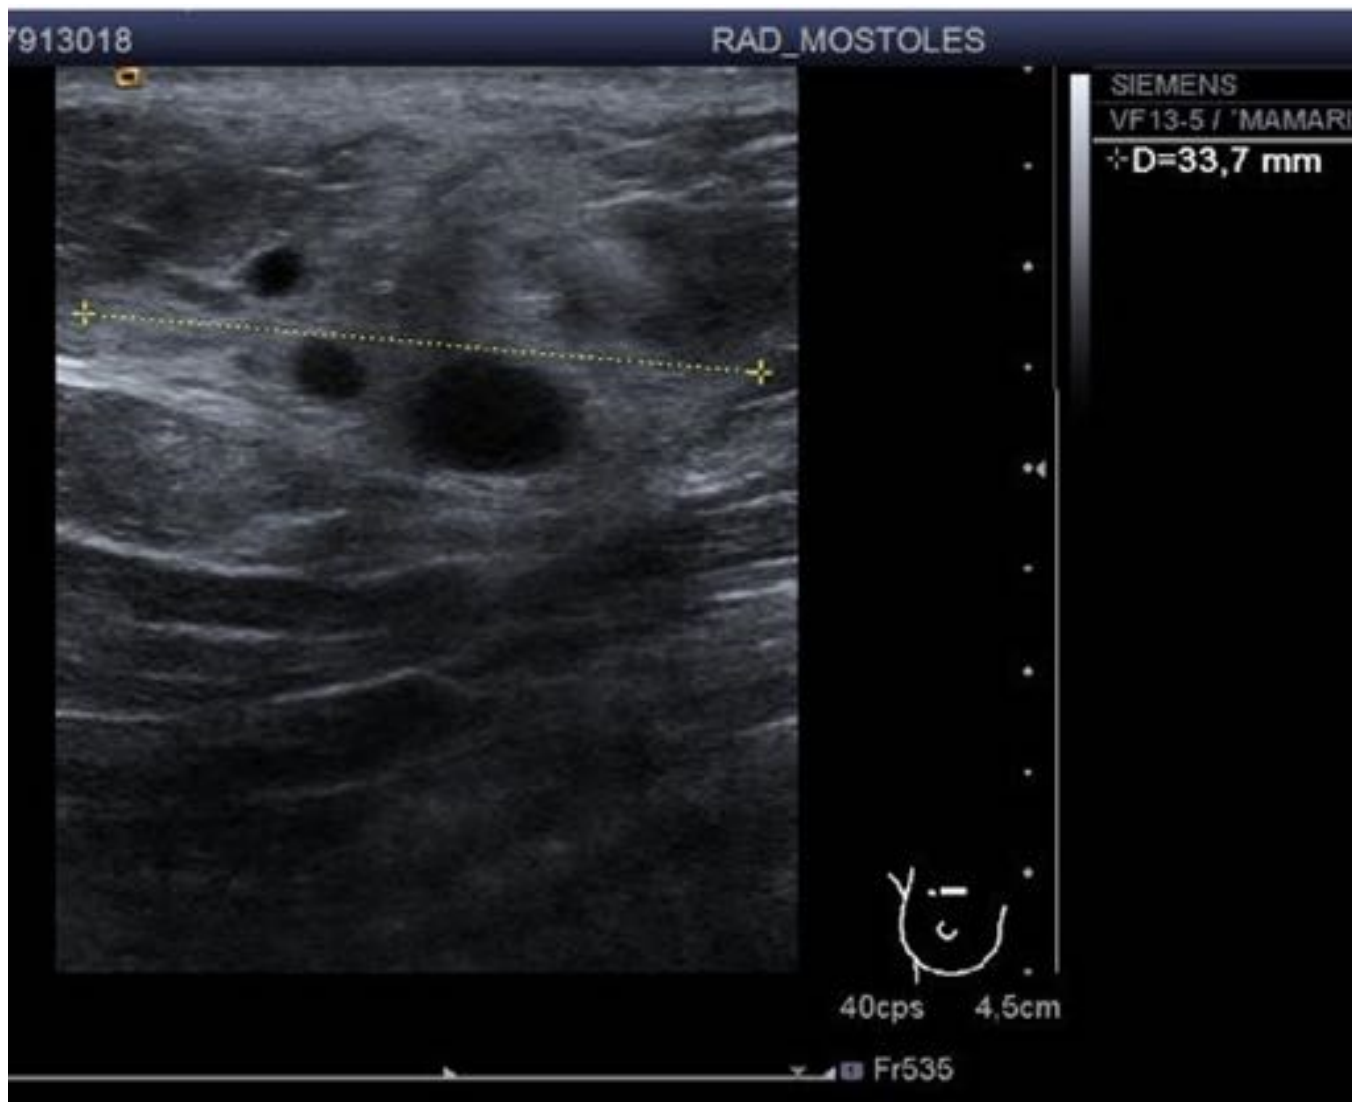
Ecografía mamaria: Área hiperecogénico de morfología fusiforme de 3 cm con pequeños quistes en su interior que en el contexto clínico de traumatismo es sugerente de necrosis grasa.
